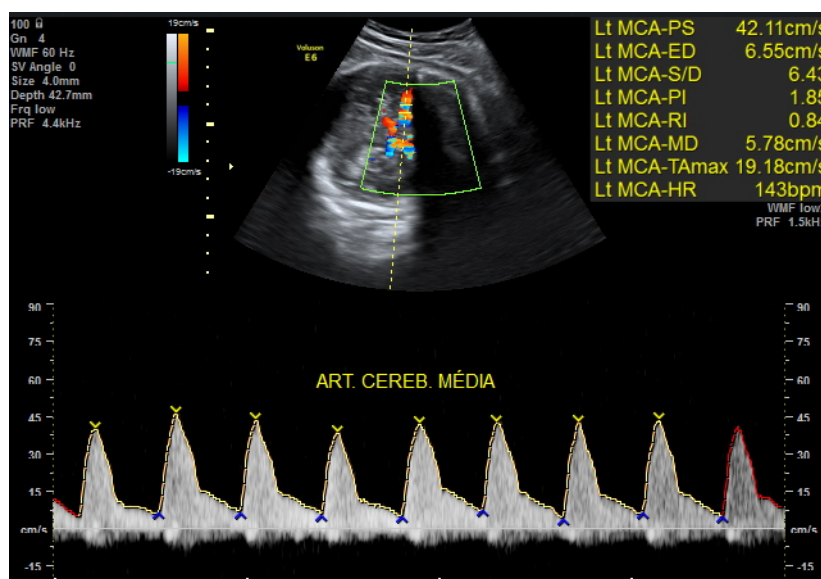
Dopplerfluxometria da artéria cerebral média
